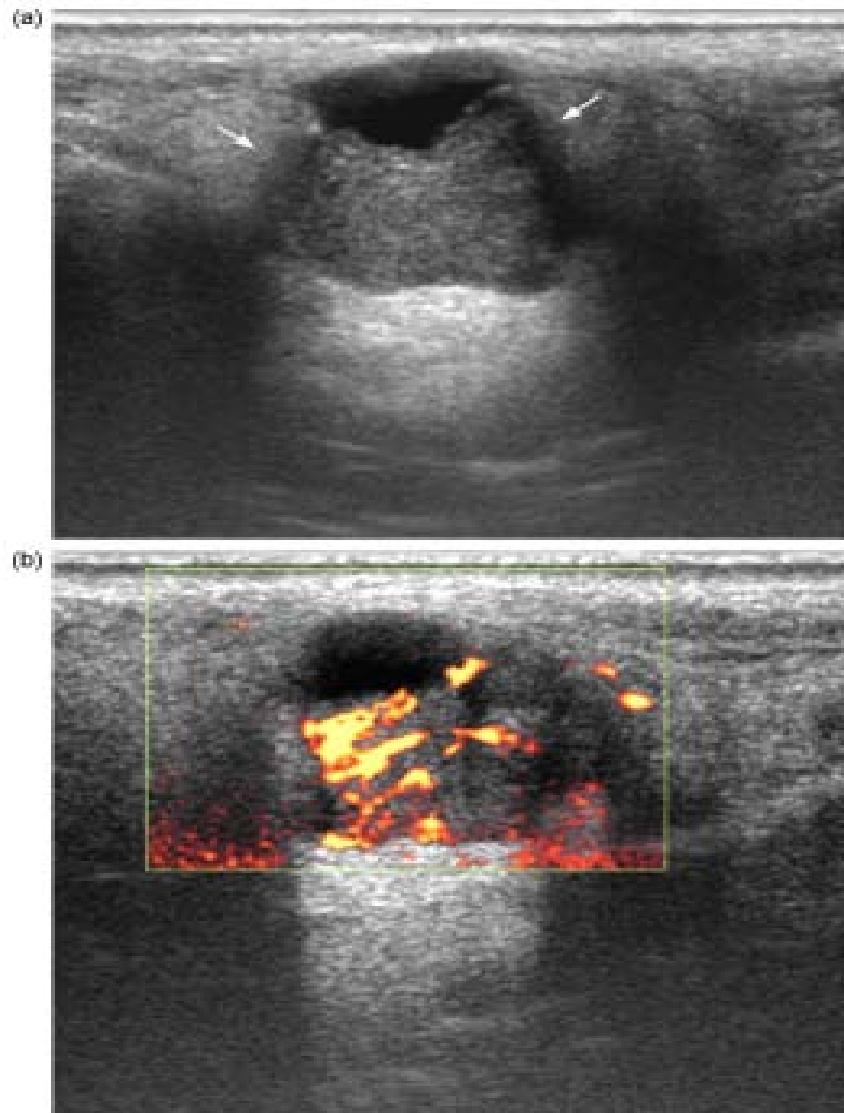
Echographie de la glande parotide montrant une masse mal limitée, hypoéchogène hétérogène au niveau du lobesuperficiel avec des zones de nécrose et une vascularisation diffuse intra-tumorale au doppler. [64]
